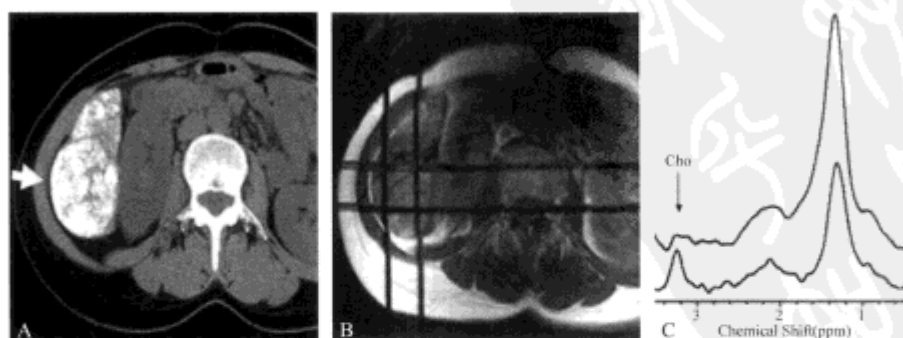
肝细胞肝癌在 TACE 术后的 ^1H -MRS。在 TACE 术后 2d, 肝脏 CT 平扫 (A) 显示肝右下叶下缘肿瘤区碘油沉积 (箭)。MR 定位像 (350/30) (B) 显示 MRS 感兴趣区位于肿瘤区域。肿瘤 TACE 治疗前 (Pre)、后 (Post) 的 ^1H -MRS 比较 (C) 显示治疗后胆碱峰 (Cho) 显著减低, 而由于碘油沉积肿瘤治疗后脂质峰明显增高 (0.9 ~ 1.4 ppm)
